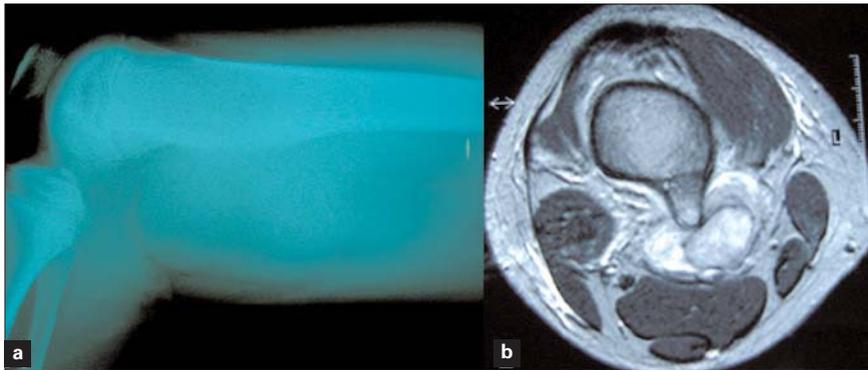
Caso 2: a) Radiografía simple MID. Se aprecia OC en la cara posterior del fémur distal; b) Corte axial con RM en el OC. Se distingue su forma pediculada, punta roma y el pseudoaneurisma con distintas fases de trombo arterial (reproducido con permiso de Springer Science+Business Media).
